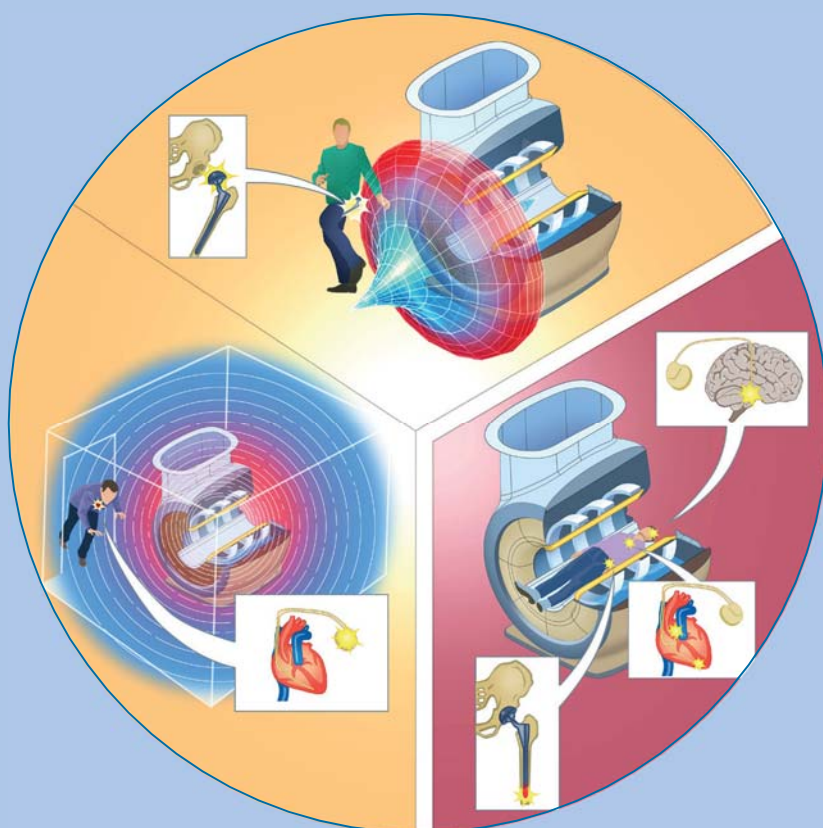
MRI システムの近傍または内部でのインプラント使用に付随するリスクの概要
